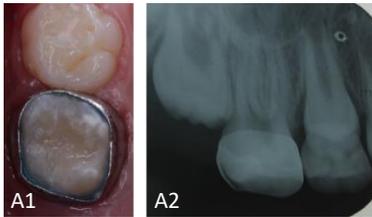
A. Molar 1.6. Después de restauración con Cention N y la adaptación de la banda anatómica (A1). Radiografía periapical donde se observa adecuado ajuste de la banda a la corona dentaria (A2). Fuente directa.
